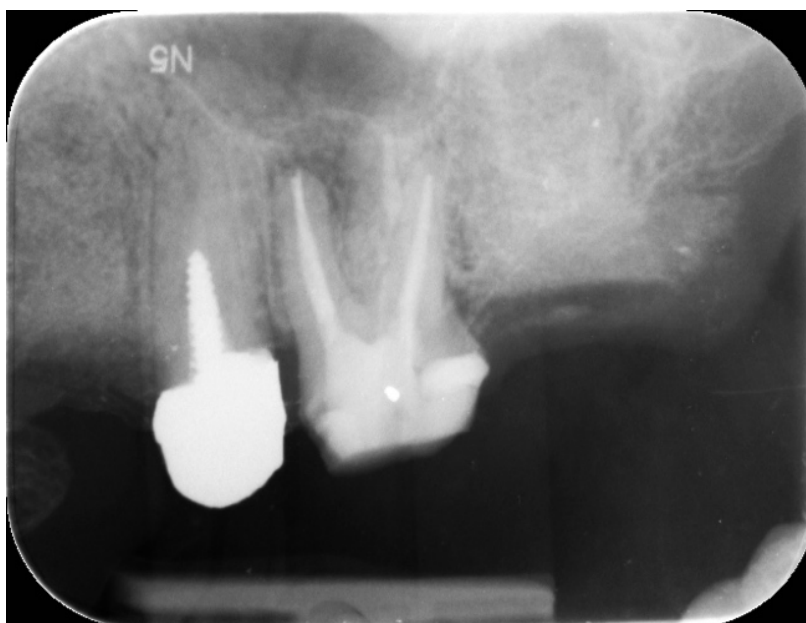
Radiografia post-operatoria*
